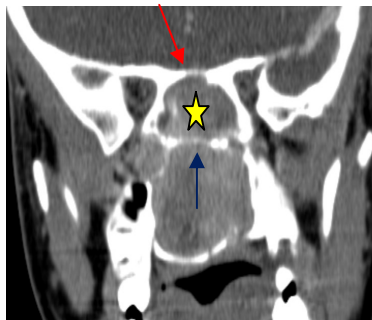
CT med kontrast. Coronalt snitt. Tumor utfyller nesekaviteten, fortetning i sinus sphenoidalis (stjerne), destruksjon i gulvet av sinus sphenoidalis (blå pil), muligens også i taket (rød pil).
